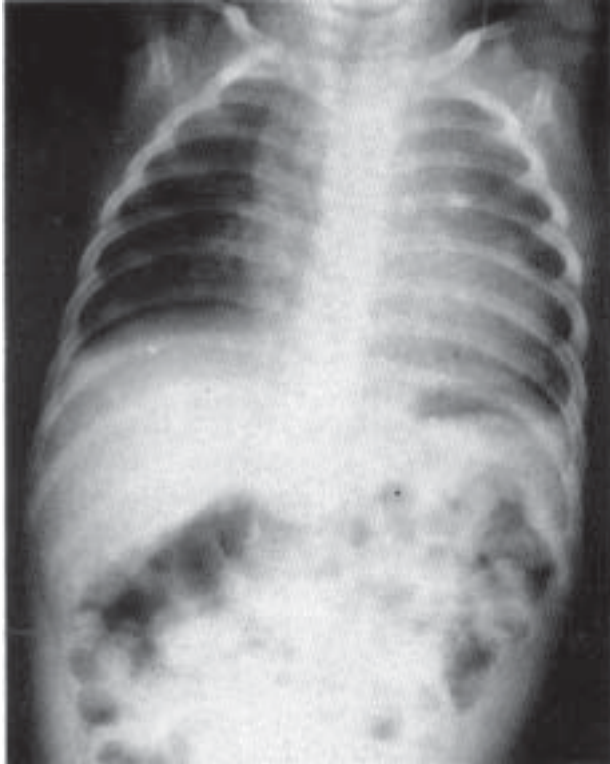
Radiografía torácica de la paciente con cardiomegalia derecha. Los campos pulmonares muestran disminución de la vascularidad arterial pulmonar. Una curva auricular derecha relativamente prominente. Ensanchamiento del pedículo vascular.
